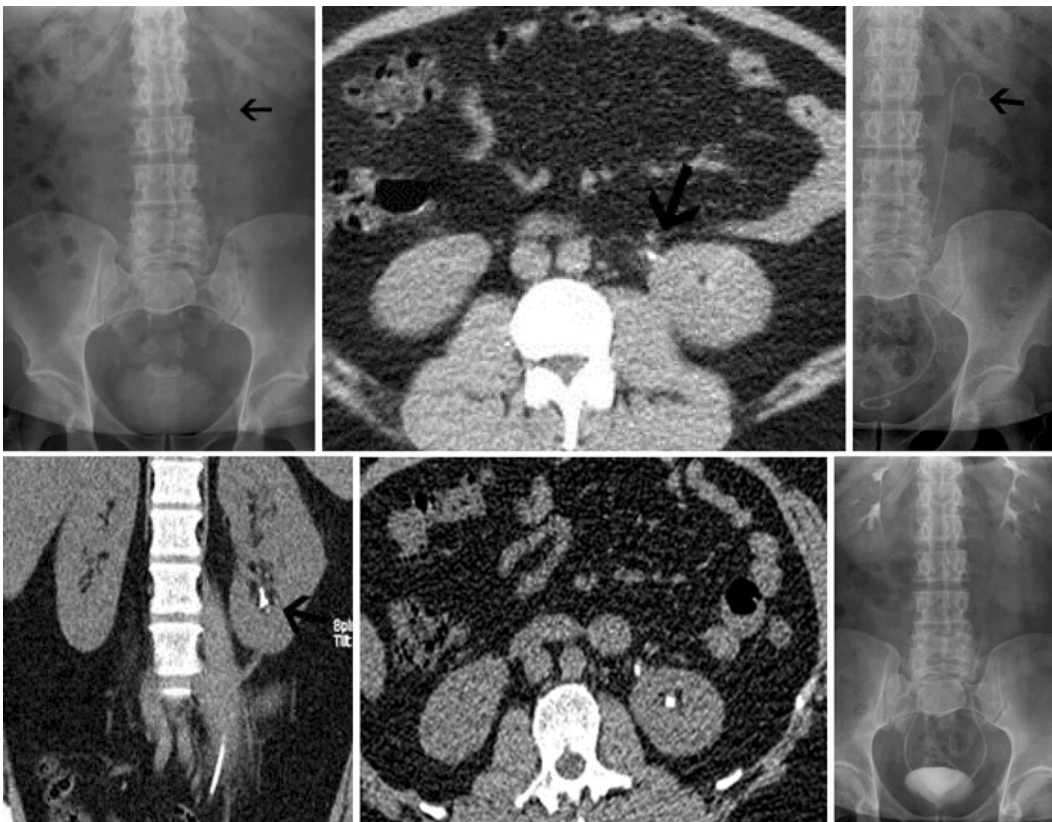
◀ „Push-up“ des kleinen, hohen Uretersteins im Rahmen der Ureterrenoskopie ins Nierenbecken (Pfeil). Auf den axialen CT-Schichten wegen Dichtegleichheit erschwerte Abgrenzung Harnleiterkonkrement – Schiene, bessere Abgrenzbarkeit auf den koronaren CT-Schichten und in der intravenösen Urographie (IVU). Anschließend extrakorporale Stoßwellenlithotripsie des „Push-up“-Konkrements und regelrechte Abflussverhältnisse in der Kurz-IVU
